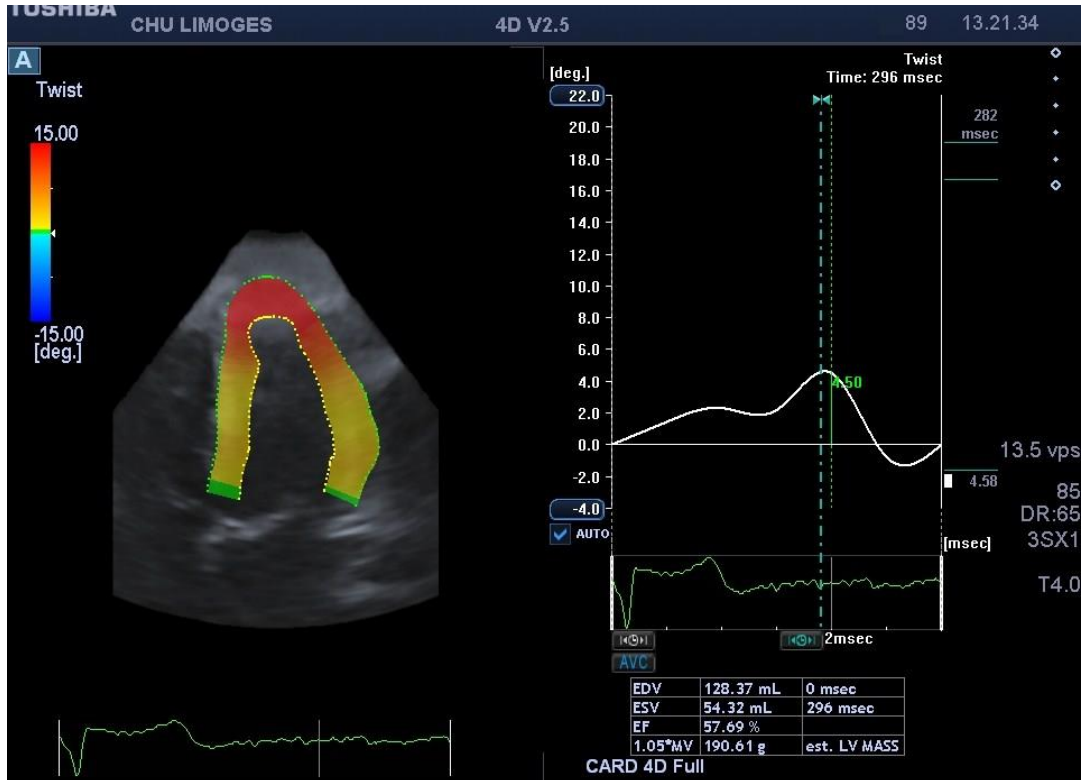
Exemple de 3D Twist du VG. Source : images extraites d'un examen réalisé dans notre service au CHU de Limoges et recueillies sur l'échographe Toshiba
